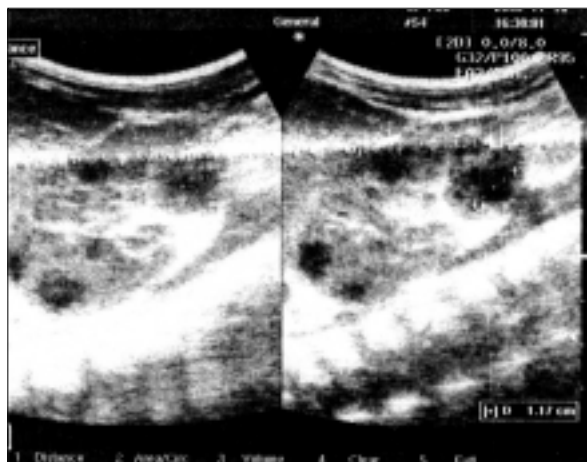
Ecografía renal.
